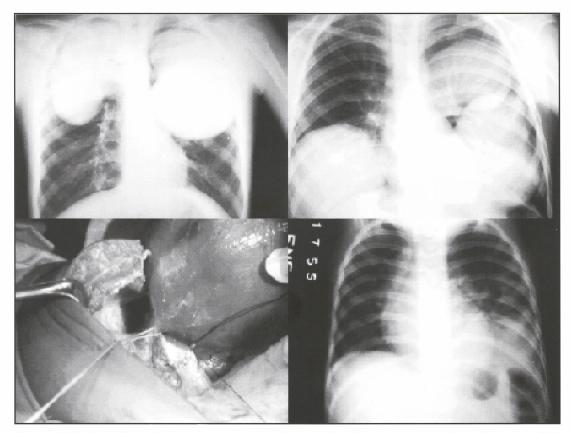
Radiografías pulmonares antero-posteriores y pieza intra-operatoria de pacientes con HP. (A) Quistes pulmonares bilaterales con aspecto de dos riñones. (B) HP masiva que mostró la presencia de 4 quistes. (C) Quiste hidatídico pulmonar de 17 cm de diámetro. (D) Hidatidosis pulmonar que mostró quistes complicados.
